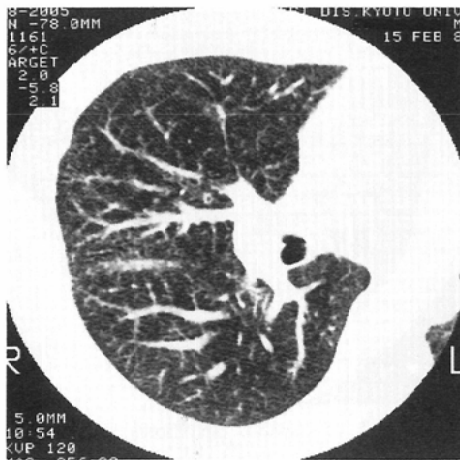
CT of sarcoidosis. Peripheral part of the pulmonary vessels are dilated moderately.
